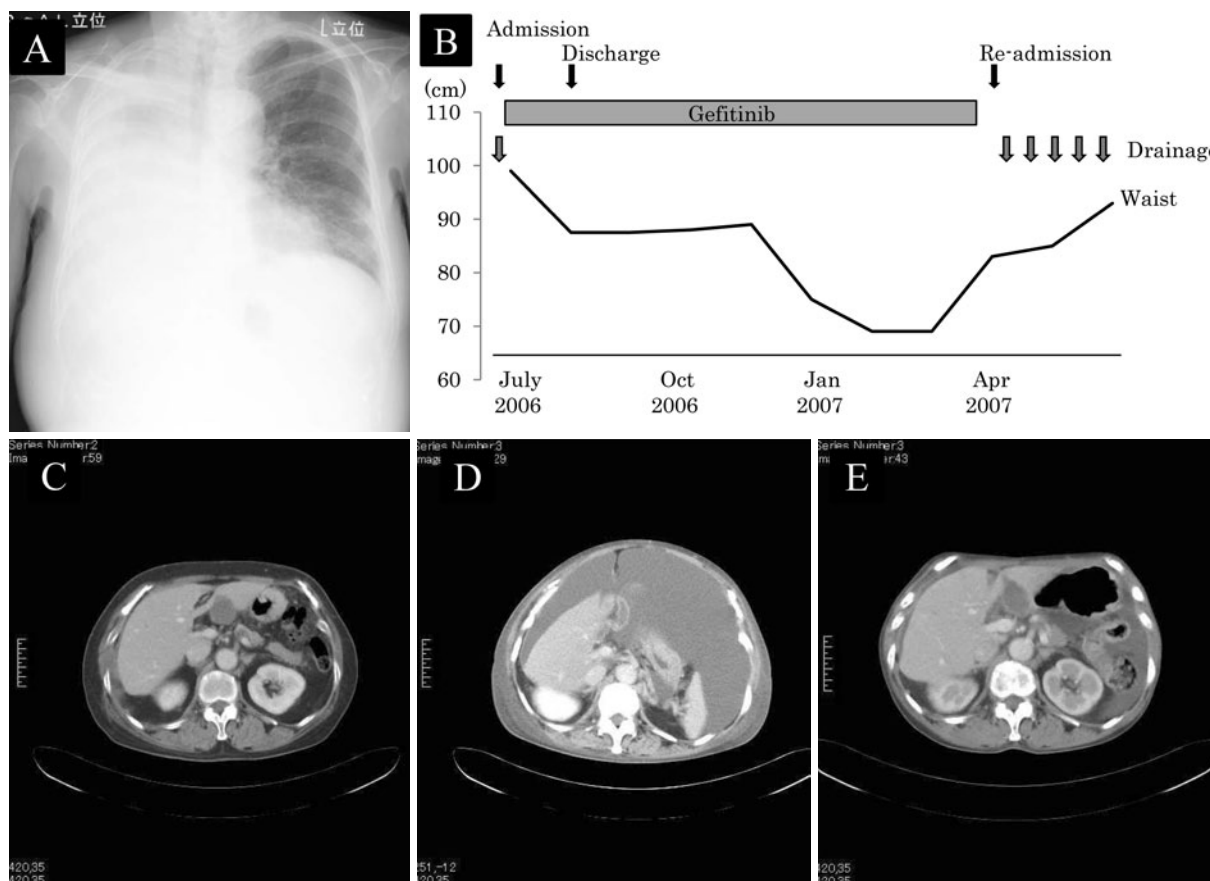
(A) Chest X-ray on admission showing pleural effusion on the right side. (B) Clinical course. (C-E) Abdominal CT findings (C: before admission; D: on admission; E: after receiving gefitinib), showing decreased ascites (Case 1).
